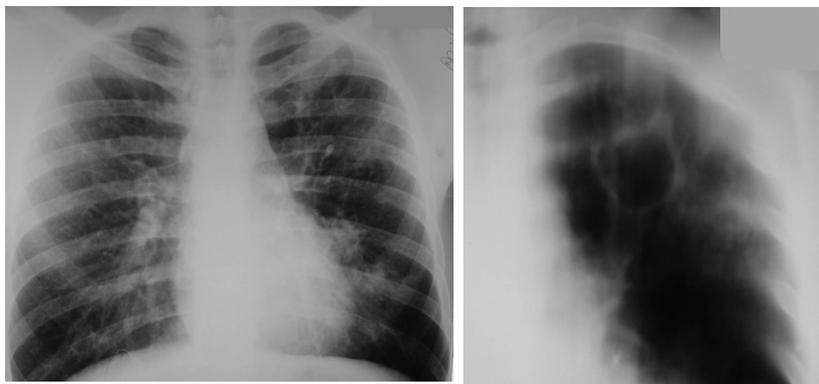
Обзорная рентгенограмма (а) и томограмма (б). В проекции верхней доли левого легкого определяются инфильтративные изменения с полостью деструкции диаметром около 4 см.
